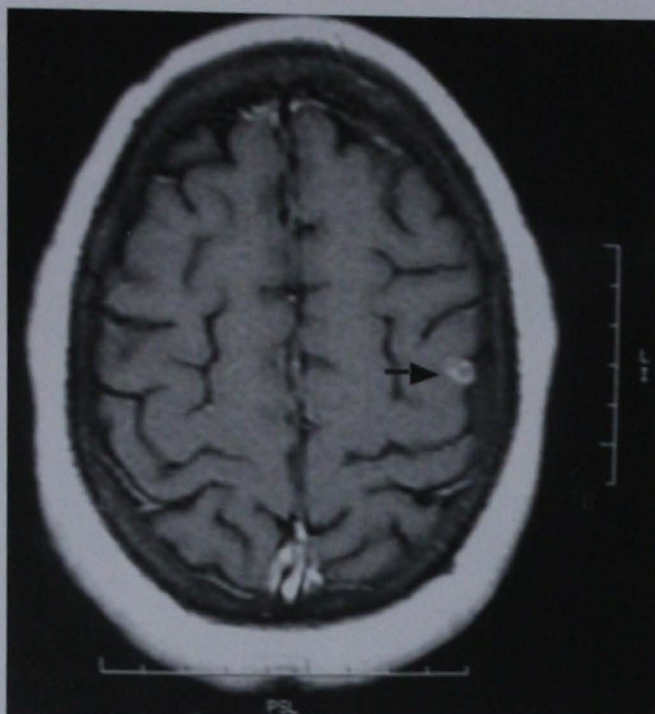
Resonancia magnética de control en T1 que muestra una pequeña lesión hiperintensa intraparenquimatosa parietal derecha con algunas áreas hipointensas en su interior (flecha). Tres semanas después de la cirugía.
